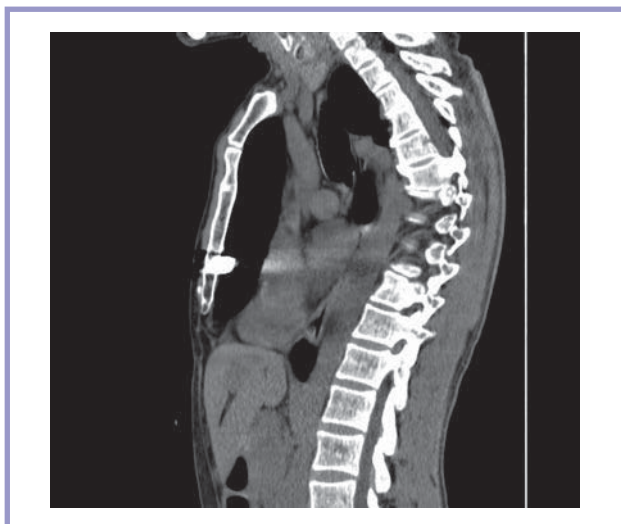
МСК-томограмма органов грудной клетки через 5 лет после операции, перед удалением пластины.
